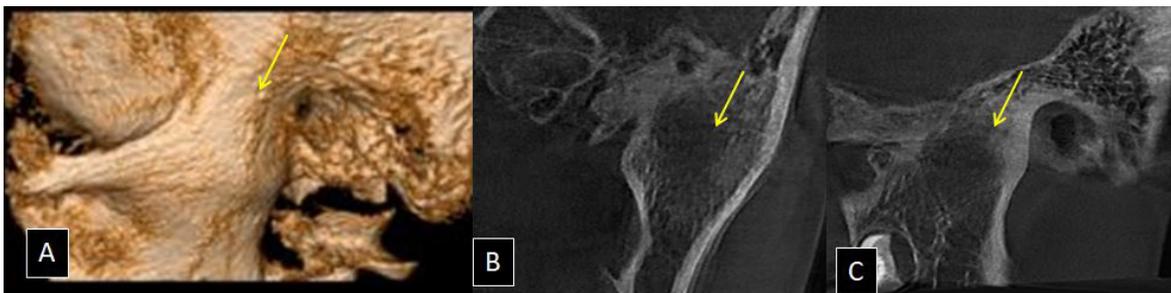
(A) Imagem 3D do lado esquerdo da ATM em tomógrafo Cone Beam; (B) corte coronal do lado esquerdo da ATM em tomógrafo Cone Beam; (C) corte sagital do lado esquerdo da ATM em tomógrafo Cone Beam. Observa-se a ausência do espaço articular e completa anquilose da ATM do lado esquerdo
